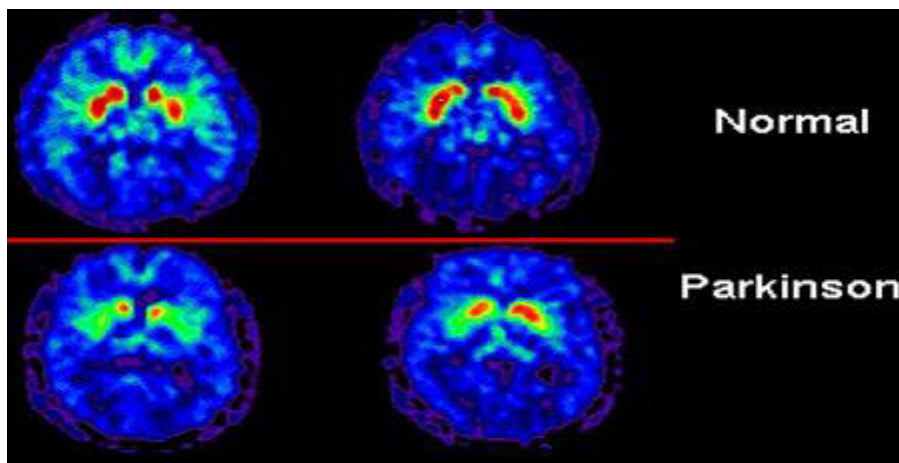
Ejemplo de un resultado de un escáner cerebral (TAC) [24]
